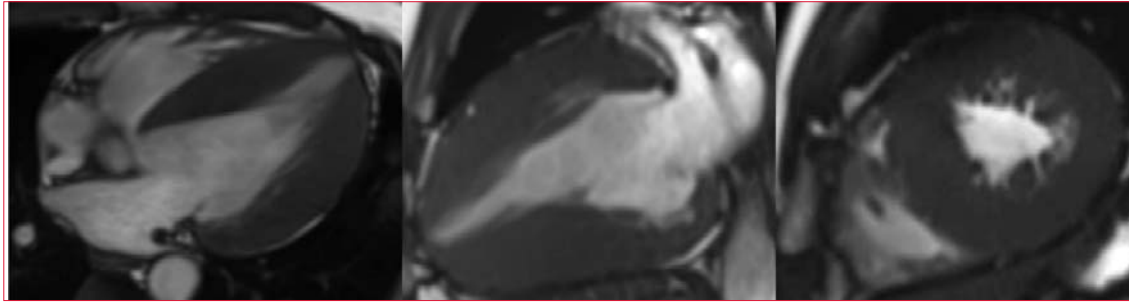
Resonancia magnética cardíaca: cortes de 4 y 2 cámaras y eje corto ventricular. Se evidencia importante aumento del espesor de las paredes del ventrículo izquierdo.
